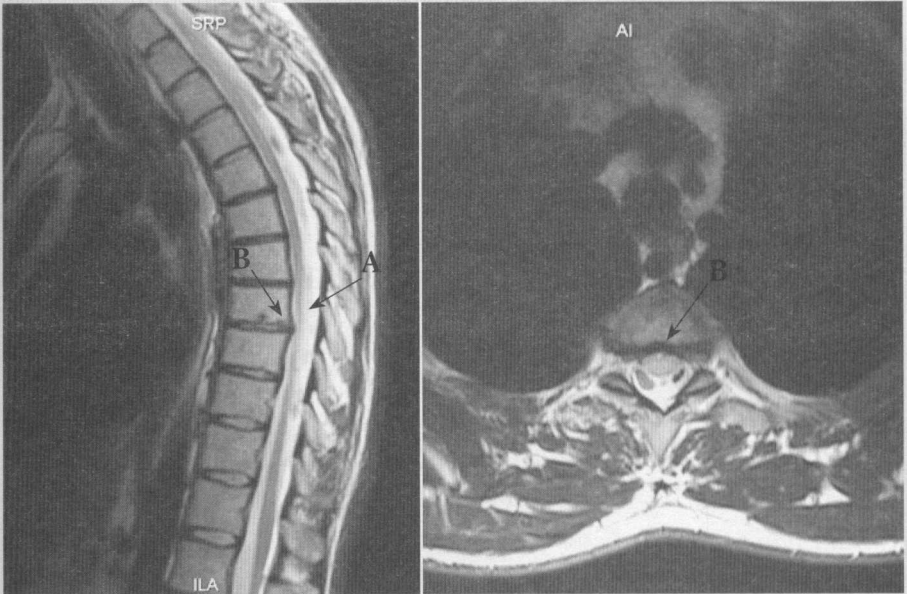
Pacientul D. IRM al regiunii toraco-lombare: A – Focarul ischemic la nivelul Th7 – Th11; B - Prolabarea discului intervertebral Th8-Th9 cu stenozarea canalului medular.
